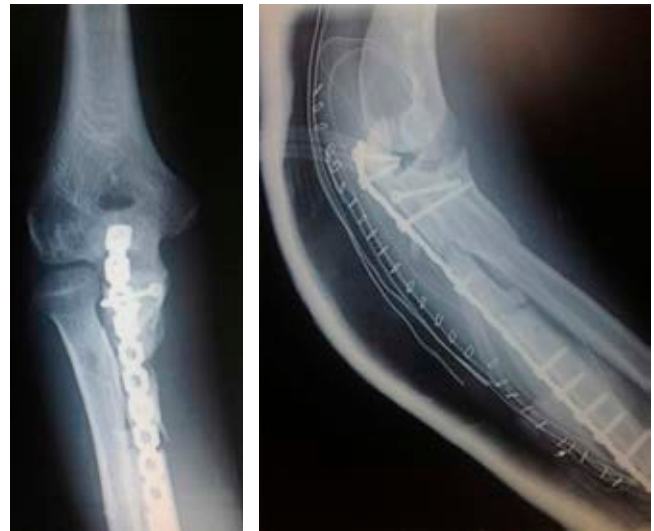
Radiografías en el postoperatorio inmediato, con placa cubital y tornillo en coronoides.
